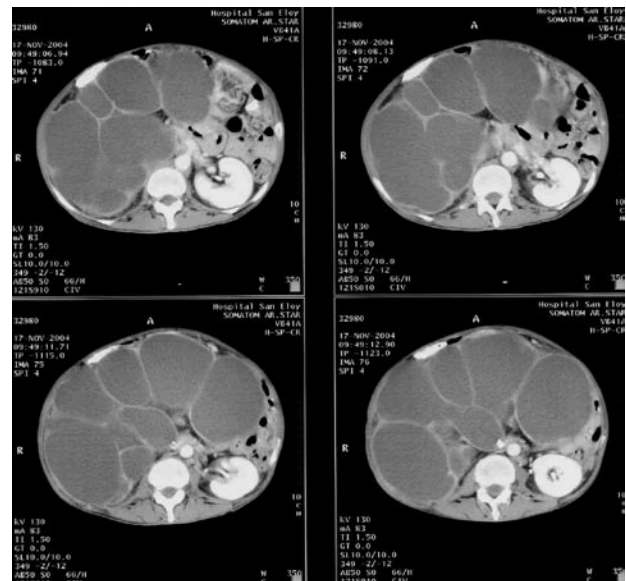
TAC ABDOMINOPÉLVICO: gran masa quística de 29,5 x 27,5 x 16 cm, con múltiples tabiques y paredes bien definidas. Se aprecia imagen cálcica en teórica zona piélica de riñón hidronefrótico.
